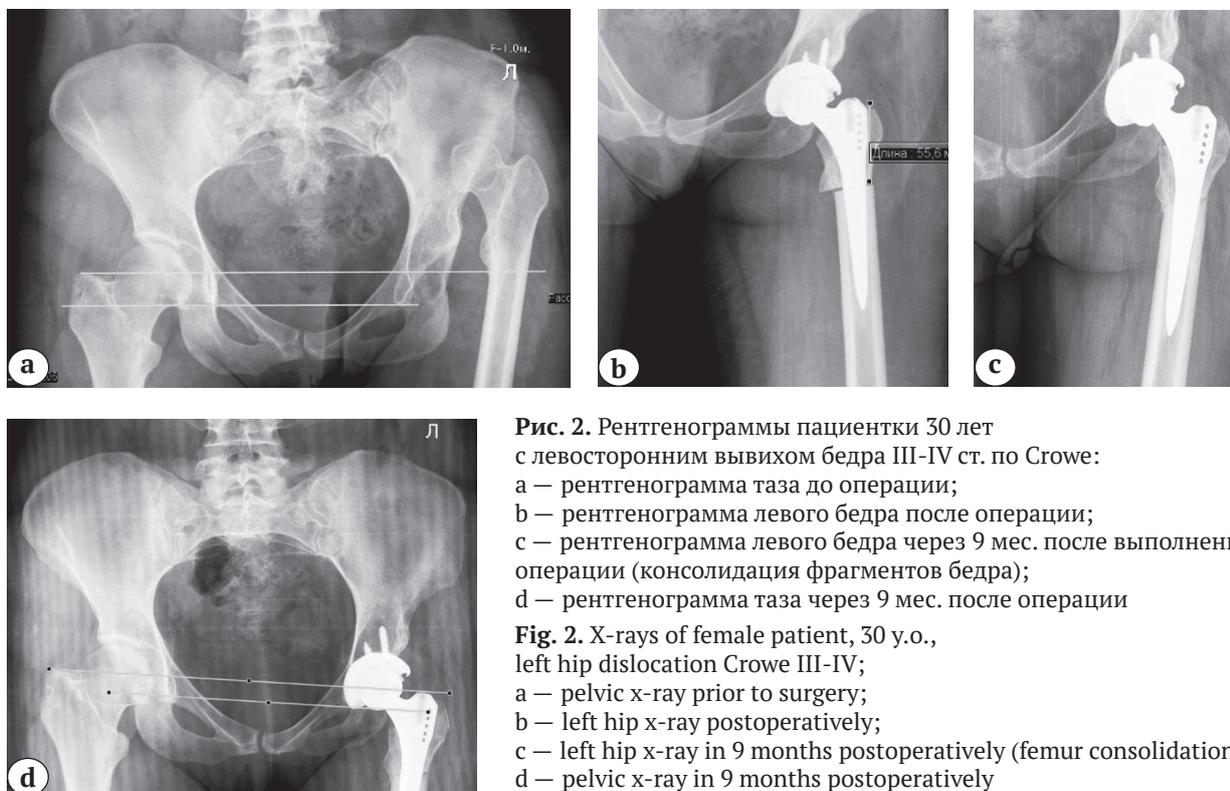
Рентгенограммы пациентки 30 лет с левосторонним вывихом бедра III-IV ст. по Crowe: а — рентгенограмма таза до операции; б — рентгенограмма левого бедра после операции; в — рентгенограмма левого бедра через 9 мес. после выполнения операции (консолидация фрагментов бедра); д — рентгенограмма таза через 9 мес. после операции
